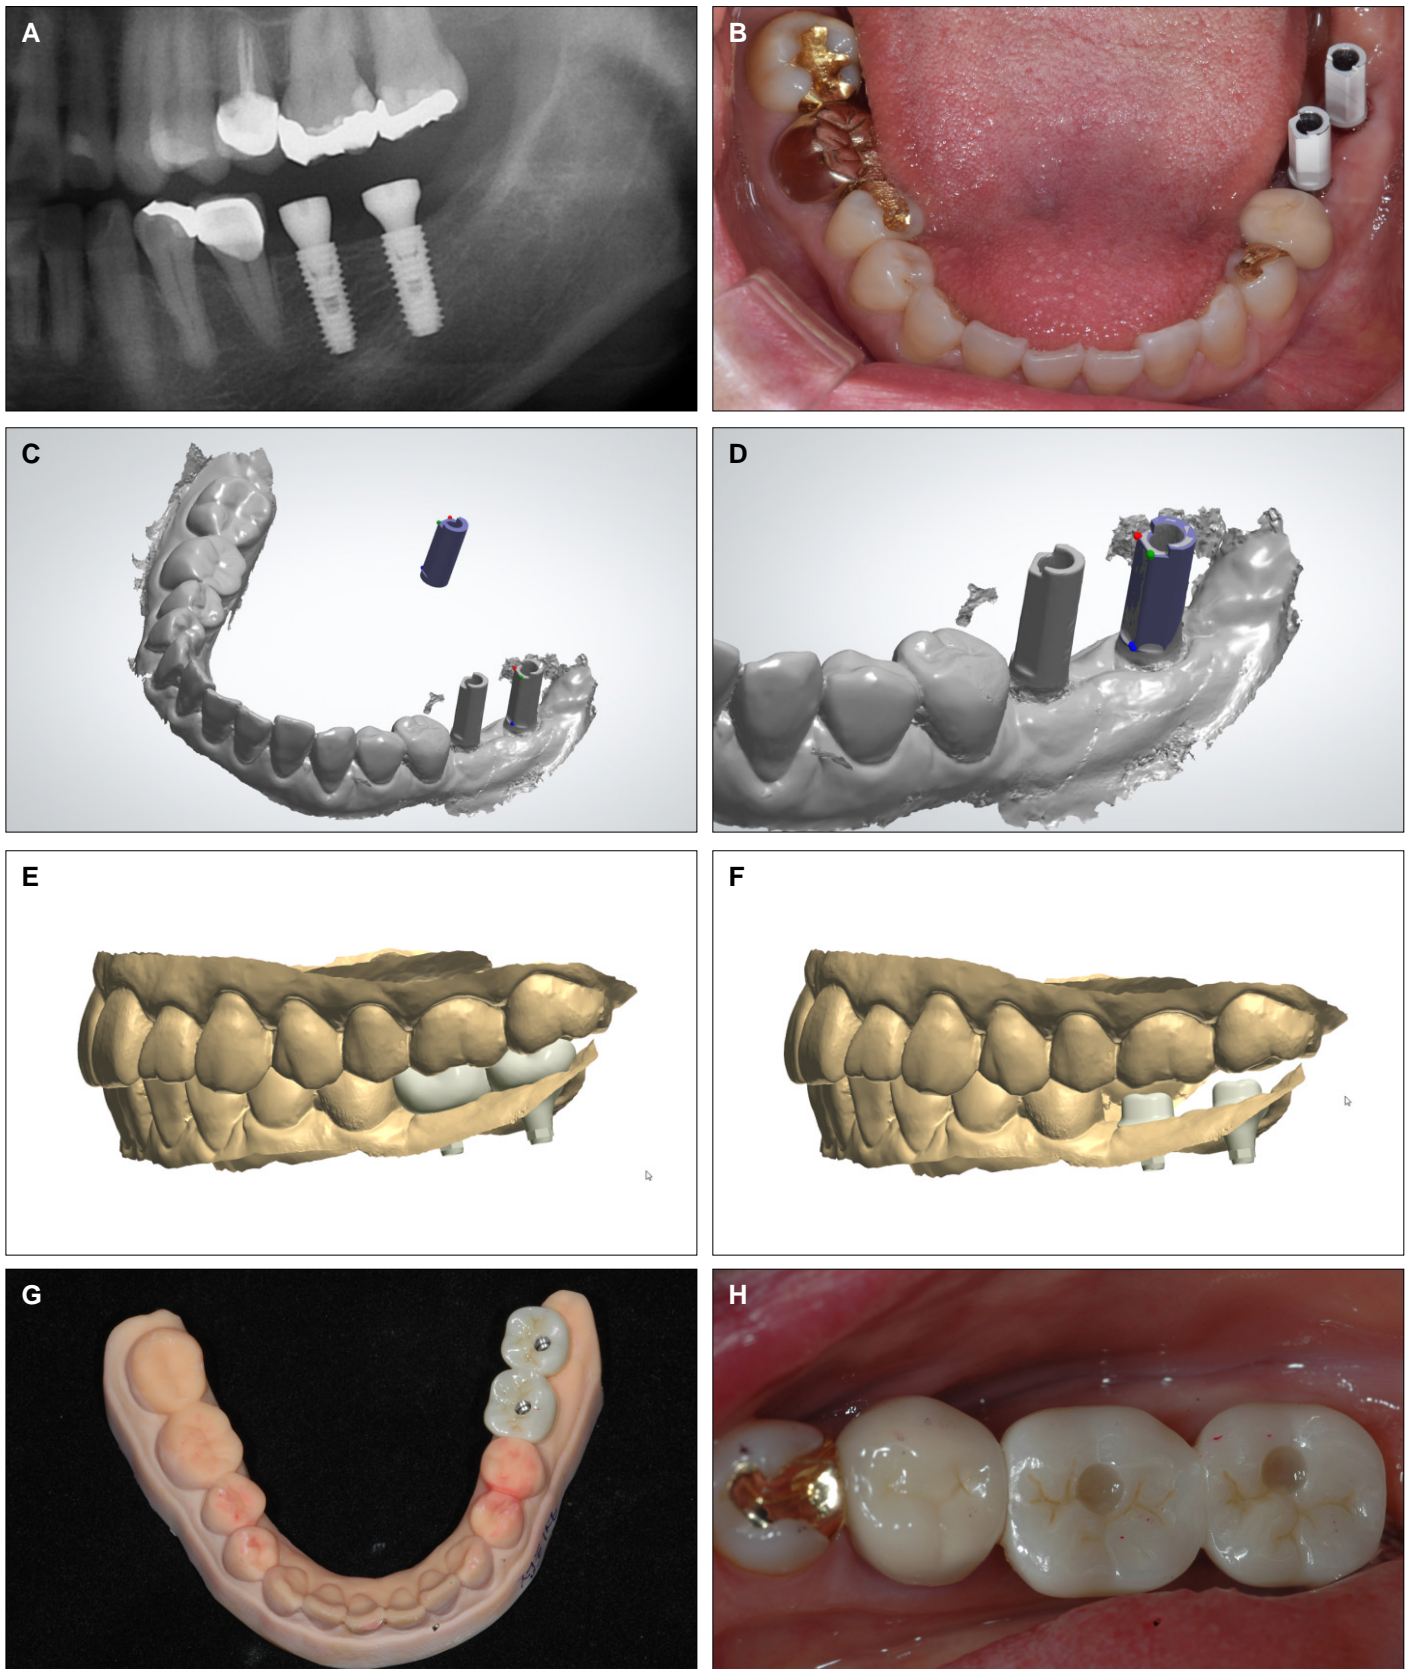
Clinical pictures of case 1. (A) Intraoral radiographic view after implant surgery, (B) Scannable impression coping, (C) Intraoral scan image, (D) Matching the imaginary impression coping to the scan image, (E) Computer aided design of prosthesis, (F) Computer aided design of titanium abutment, (G) Polyurethane model made by 3D printer, (H) Definitive prosthesis.
